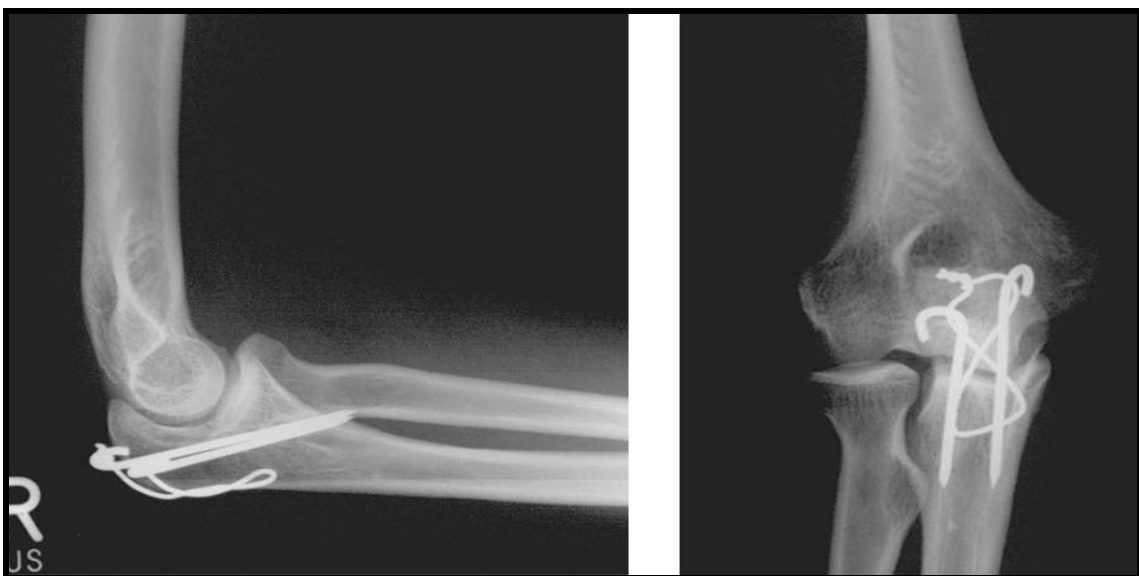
Röntgenbilder bei Nachuntersuchung (re. Olekranon)
